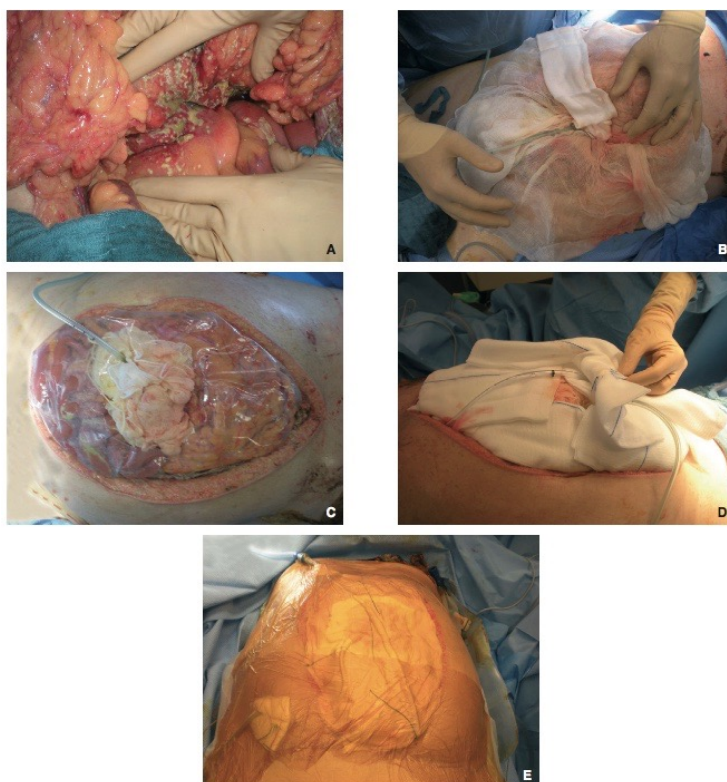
Paciente de 77 años, hospitalizado en reanimación por un shock séptico con síndrome compartimental abdominal (SCA) con una presión intravesical de 25 cmH₂O e insuficiencia multivisceral. La TAC abdominal aporta pocos datos, salvo una dilatación del conducto colédoco. Se sospechó una Pancreatitis Aguda (hiperlipasemia). Se realizó una laparotomía urgente, que confirmó el SCA y se trató mediante descompresión abdominal con cierre asistido por vacío (VAC) y drenaje transcístico. Al tercer día, la TAC abdominal con contraste confirmó la presencia de una necrosis pancreática con varias zonas necrosadas, entonces se hizo una segunda laparotomía para cambiar el VAC. Al 5° día, se realizó otra laparotomía. El postoperatorio se caracterizó por la persistencia del shock séptico asociado a la necrosis pancreática, una hemorragia digestiva por una úlcera gastroduodenal y múltiples complicaciones médicas. Aun siendo necesarias
